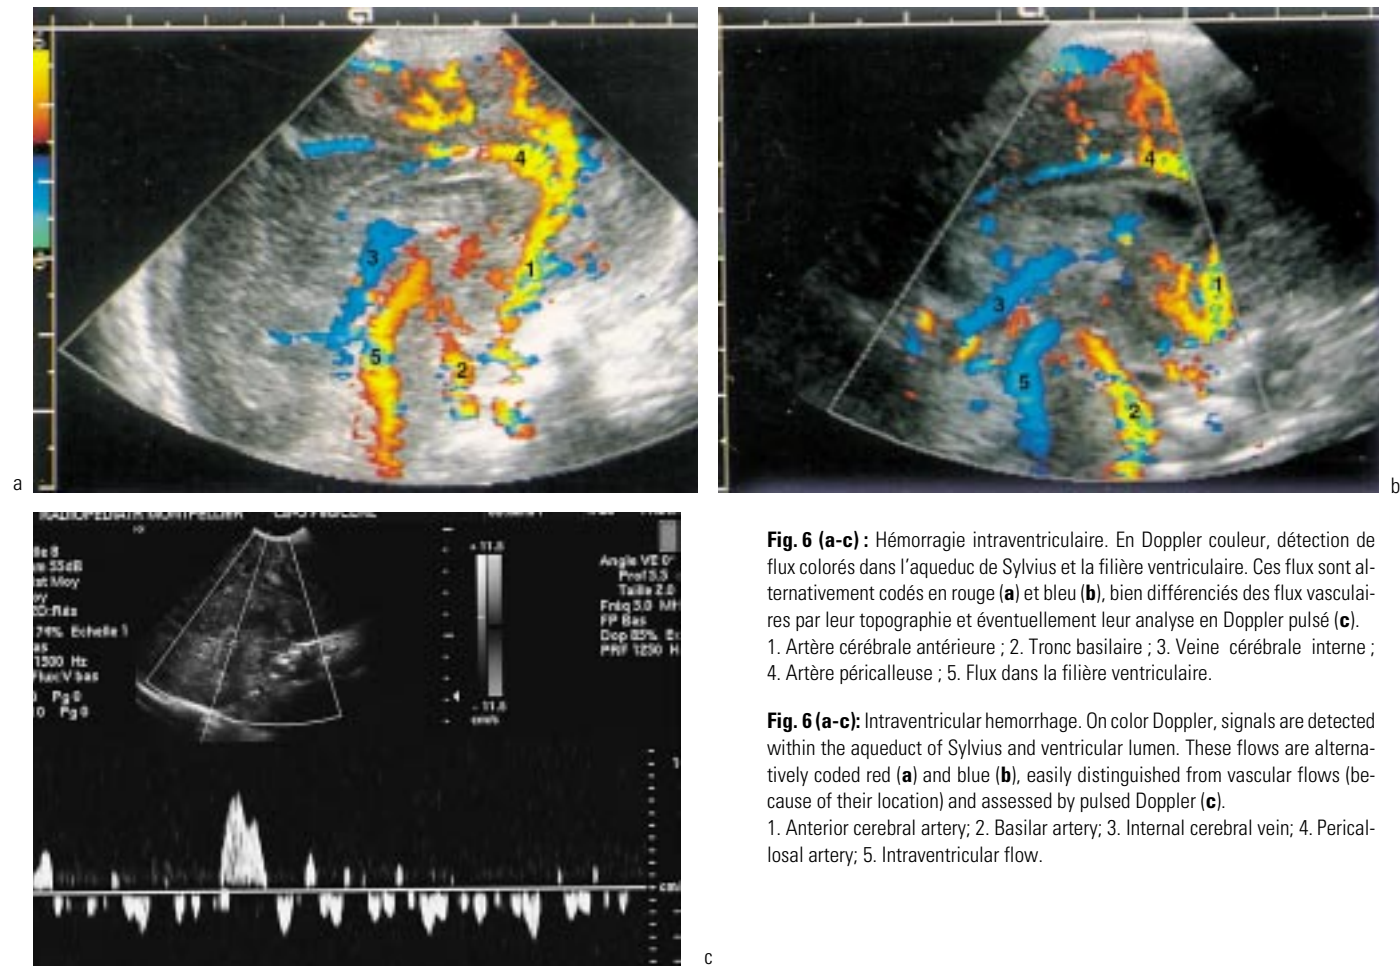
(a-c) : Hémorragie intraventriculaire. En Doppler couleur, détection de flux colorés dans l'aqueduc de Sylvius et la filière ventriculaire. Ces flux sont alternativement codés en rouge (a) et bleu (b), bien différenciés des flux vasculaires par leur topographie et éventuellement leur analyse en Doppler pulsé (c). 1. Artère cérébrale antérieure ; 2. Tronc basilaire ; 3. Veine cérébrale interne ; 4. Artère péricalleuse ; 5. Flux dans la filière ventriculaire.
